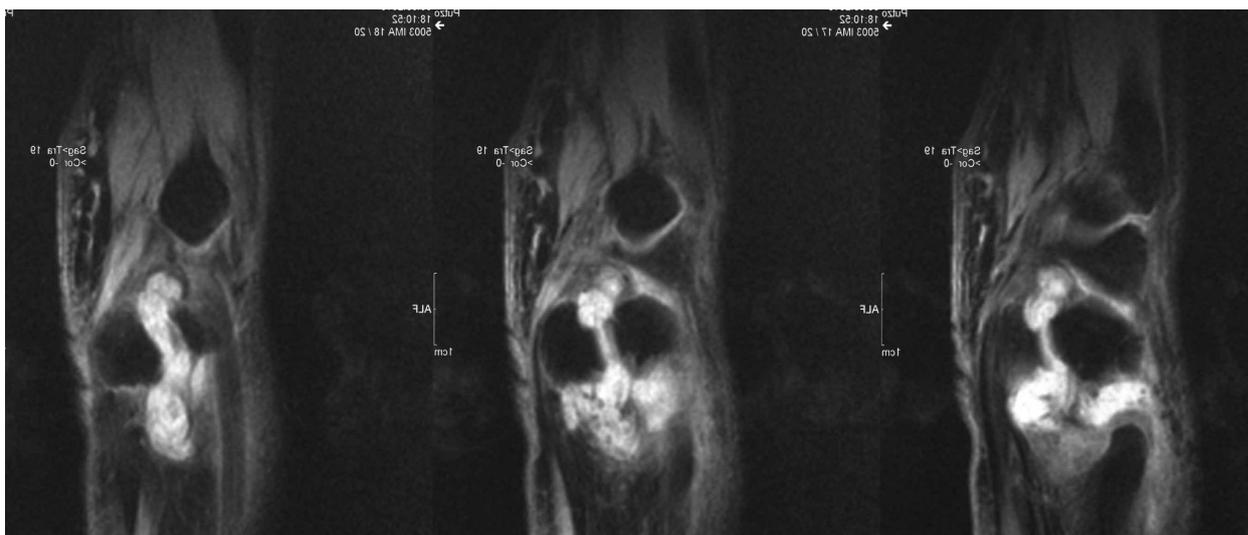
MRT des Handgelenks, seitlich (Pisotriquetralarthritis mit synovitischem Erguss)
